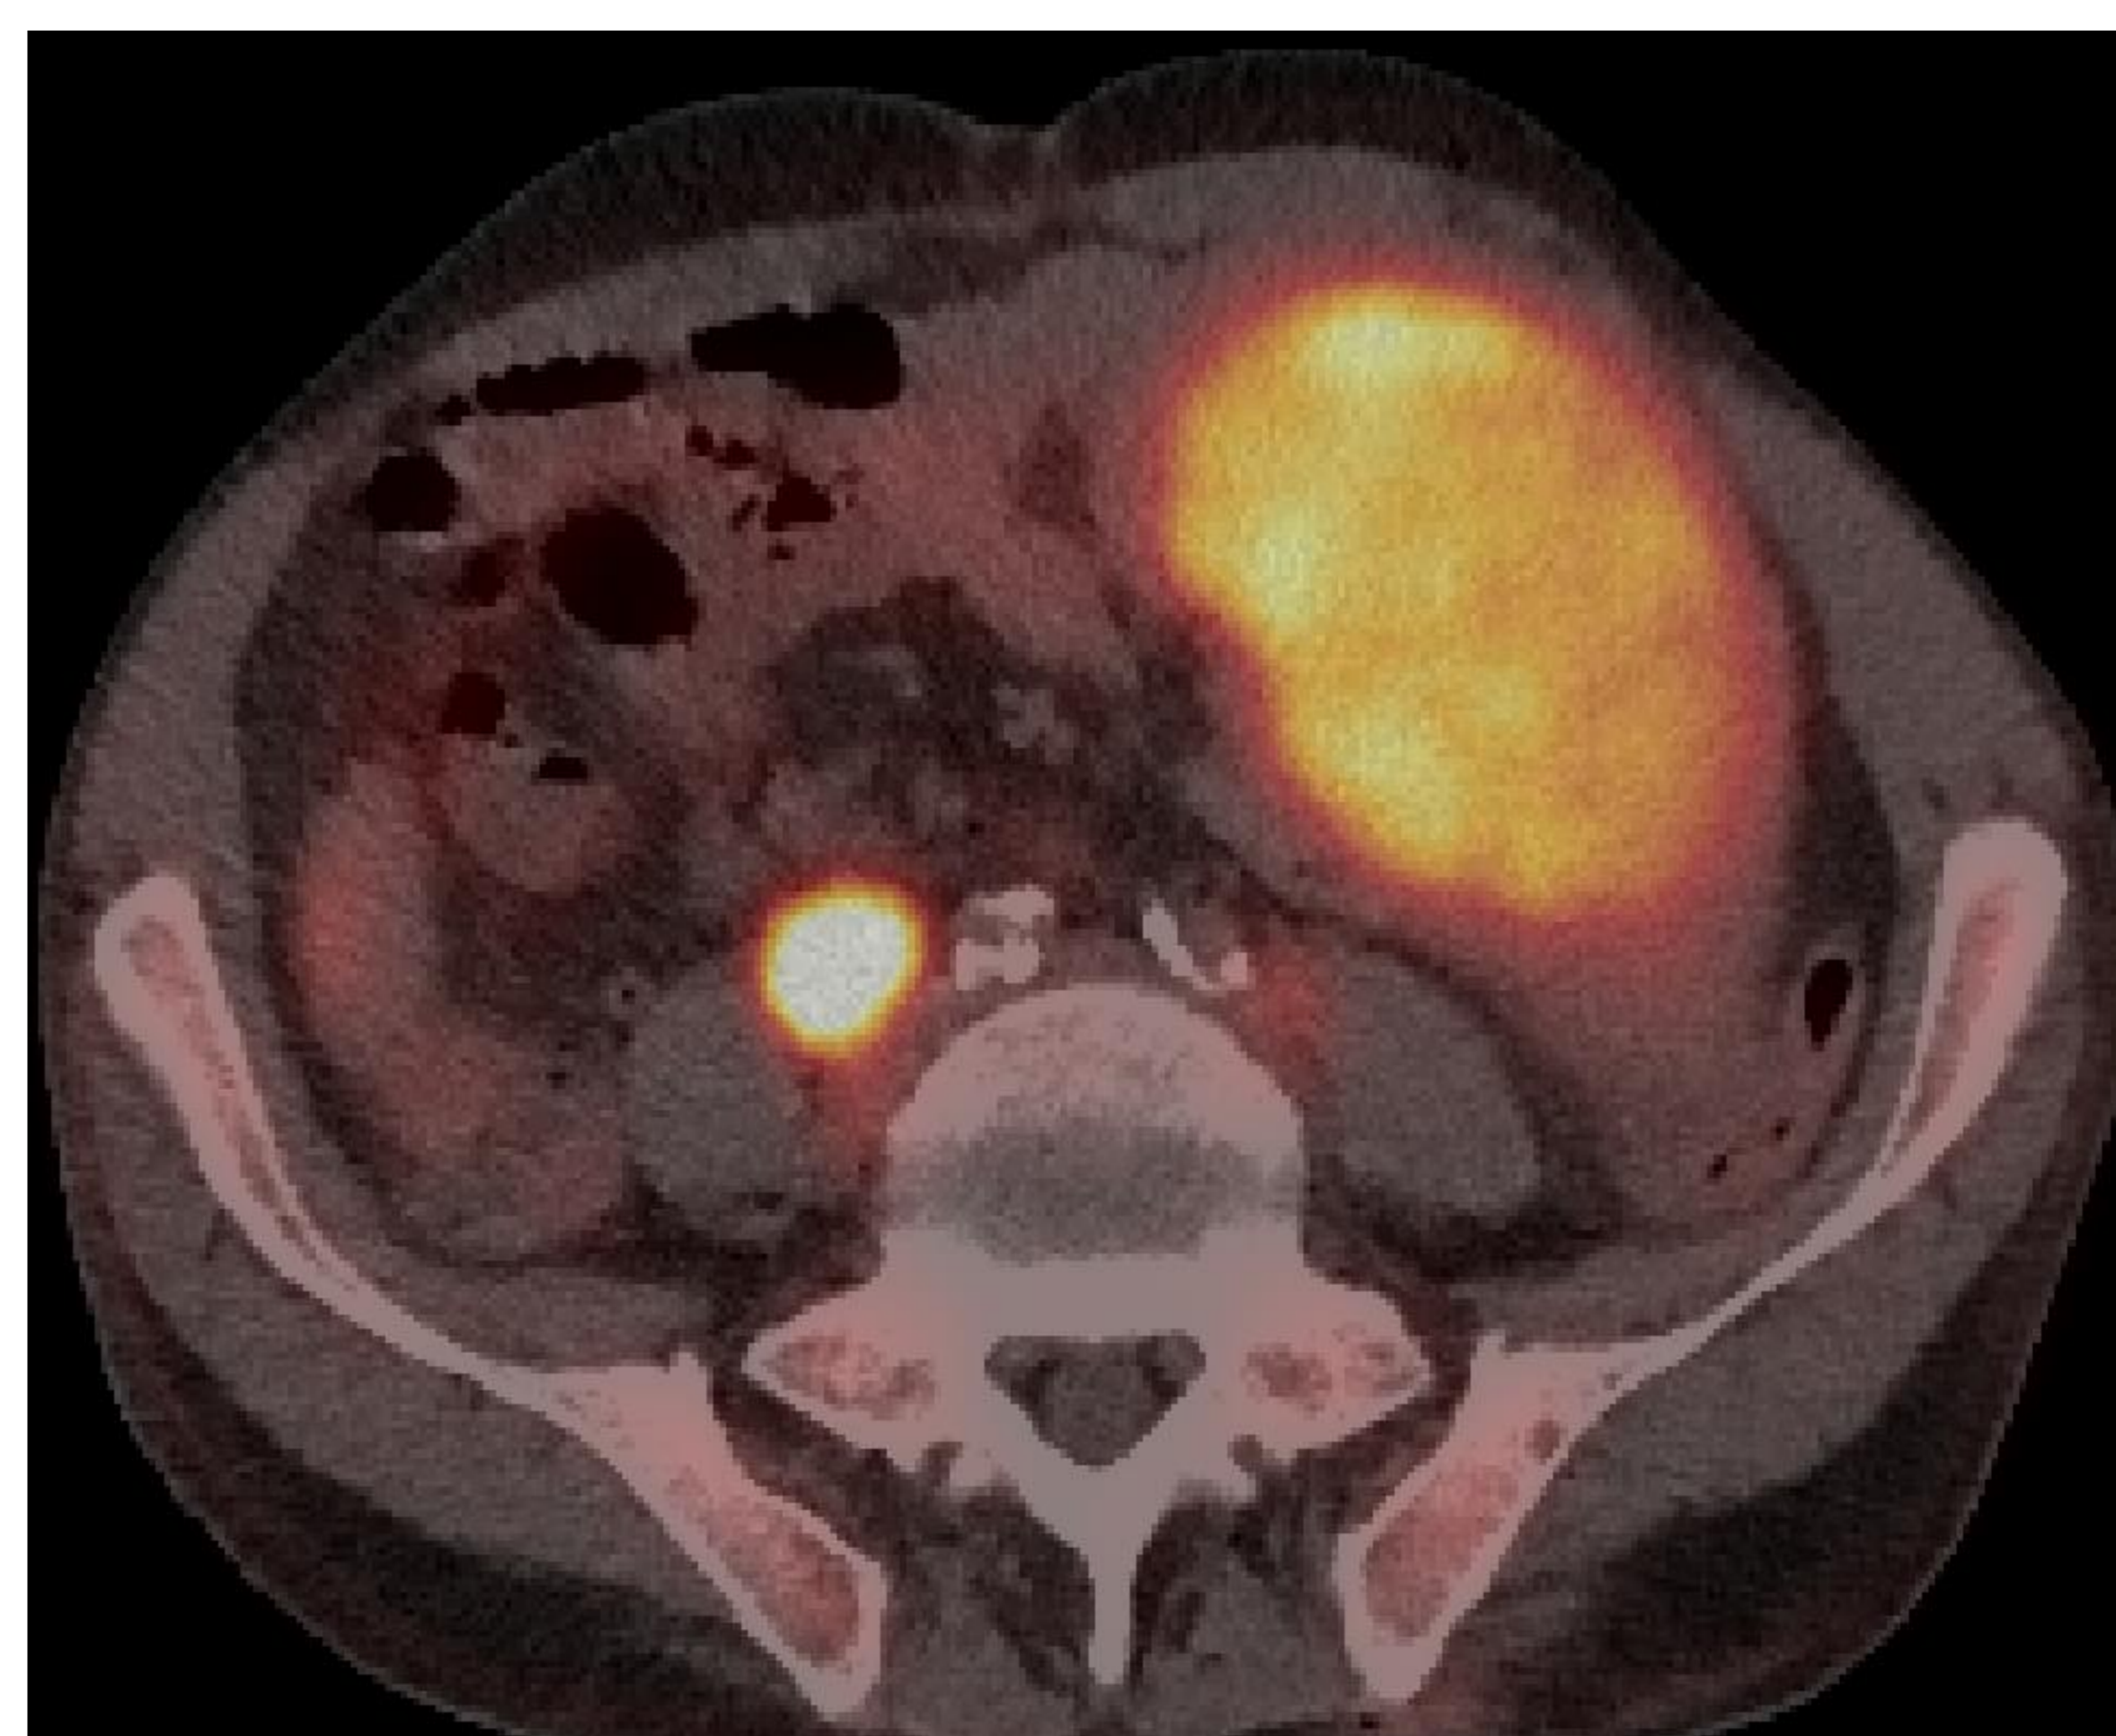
TC en fase portal y PET-TC. Se aprecian múltiples adenopatías localizadas en hilio hepático, ligamento gastrohepático, peripancreáticas y en cadenas ganglionares retroperitoneales. En el estudio de PET-TC se aprecia captación con un SUVmax de aproximadamente 10, en relación con hipermetabolismo de las adenopatías descritas. Se visualiza también un hipermetabolismo difuso esplénico, mejor detallado en la figura 4.
